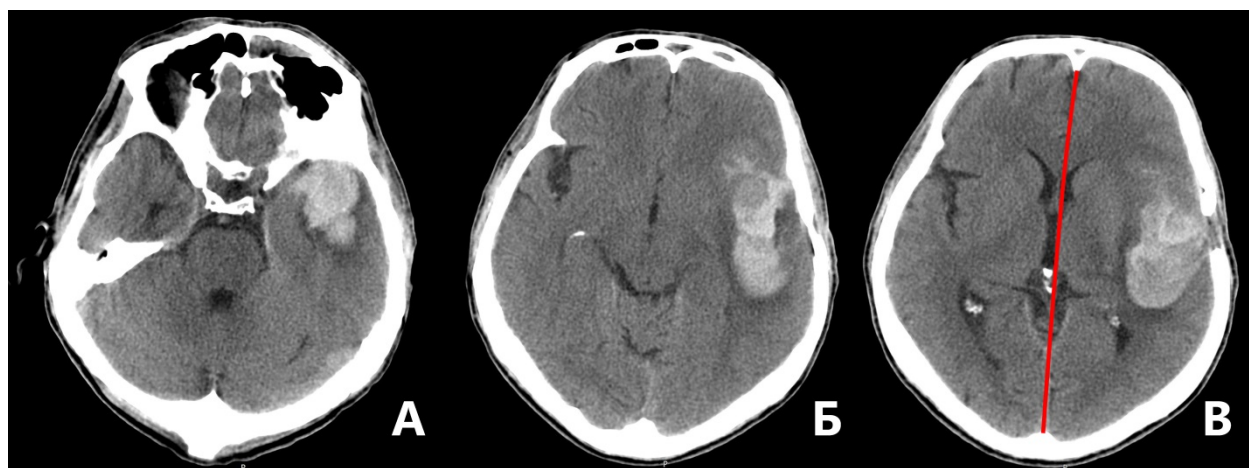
Данные КТ головы на 4-е сутки после САК. А, Б, В — минимальная дислокация срединных структур, внутримозговая гематома левой сильвиевой щели 30 мл.
